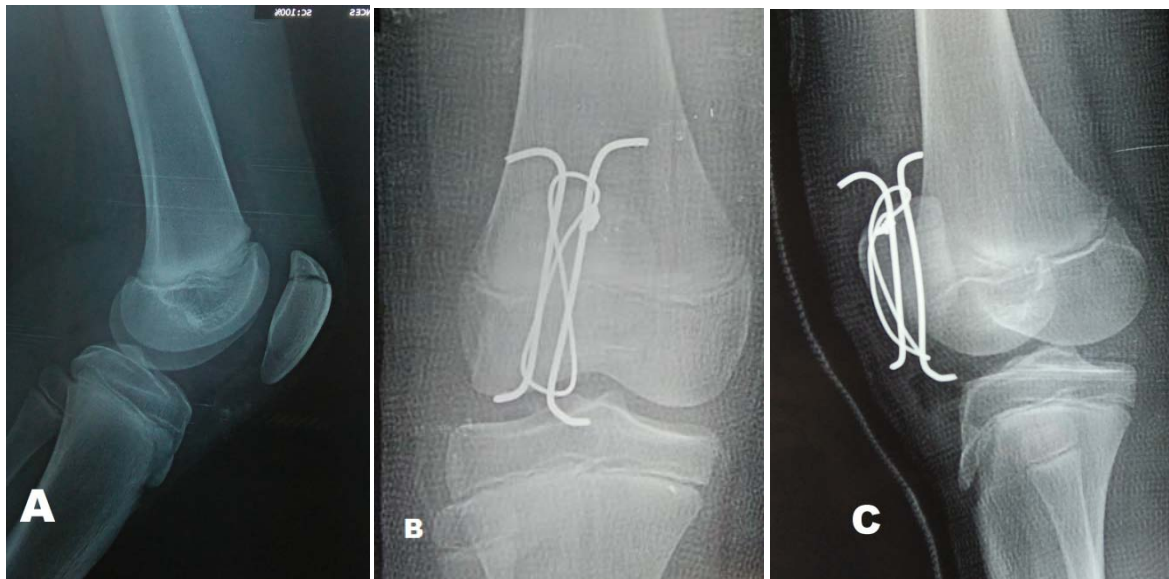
(A) : Radiographie de genou de profil d'un enfant âgé de 15 ans objectivant une fracture de la rotule droite type I de Duparc
